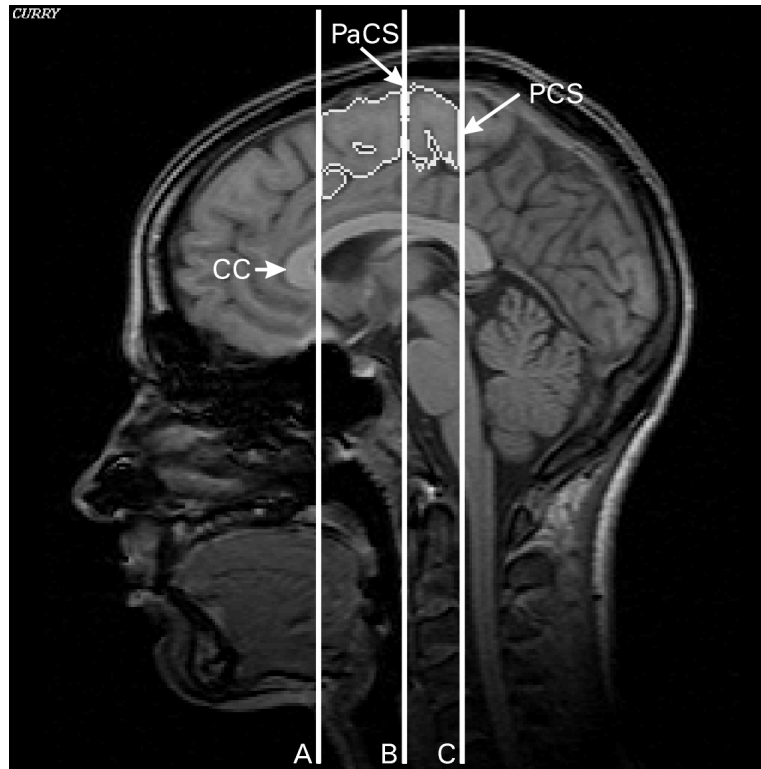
MRT- Aufnahme, sagittale Schicht; CC = Corpus callosum; PaCS = Sulcus paracentralis; PCS = Sulcus postcentralis; A, B, C = koronare Begrenzungsebenen
